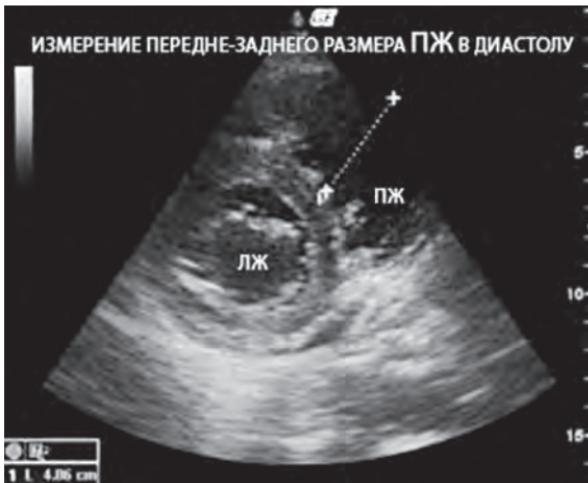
Эхокардиографическая картина при ТЭЛА
